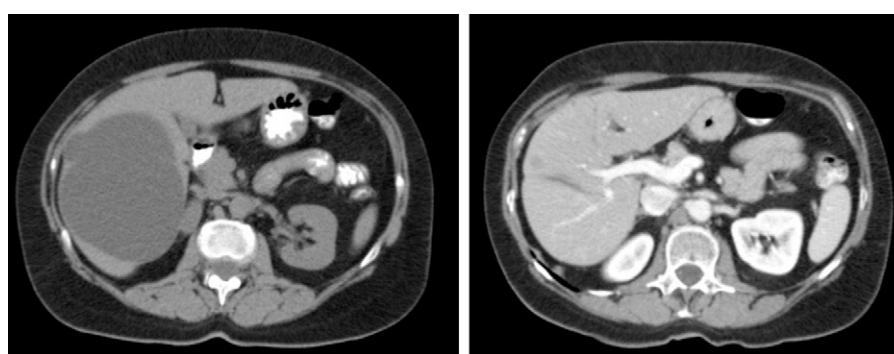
TAC abdominal: quiste simple prefenestración y posfenestración laparoscópica.
